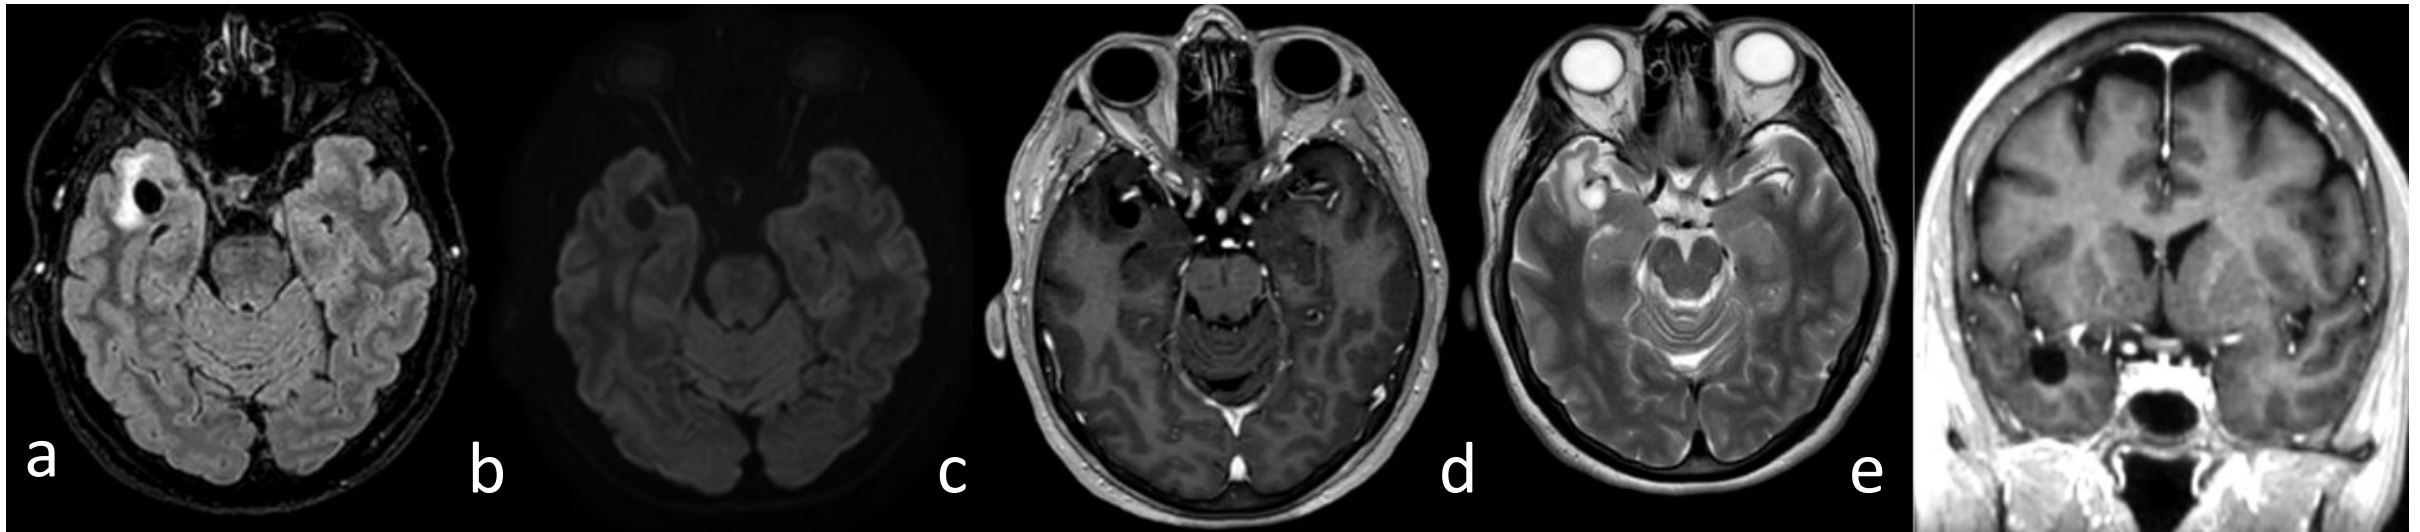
Adquisiciones axiales y coronales en secuencias FLAIR, DWI, T1+ gad, T2 y T1+gad coronal. Se aprecia espacio perivascular tipo IV temporal derecho. El mismo muestra hiperseñal FLAIR periférica (a) sin identificarse restricción a la DWI (b) ni realce tras la administración de CIV (c y e). Véase relación con ramas de la ACM derecha.
